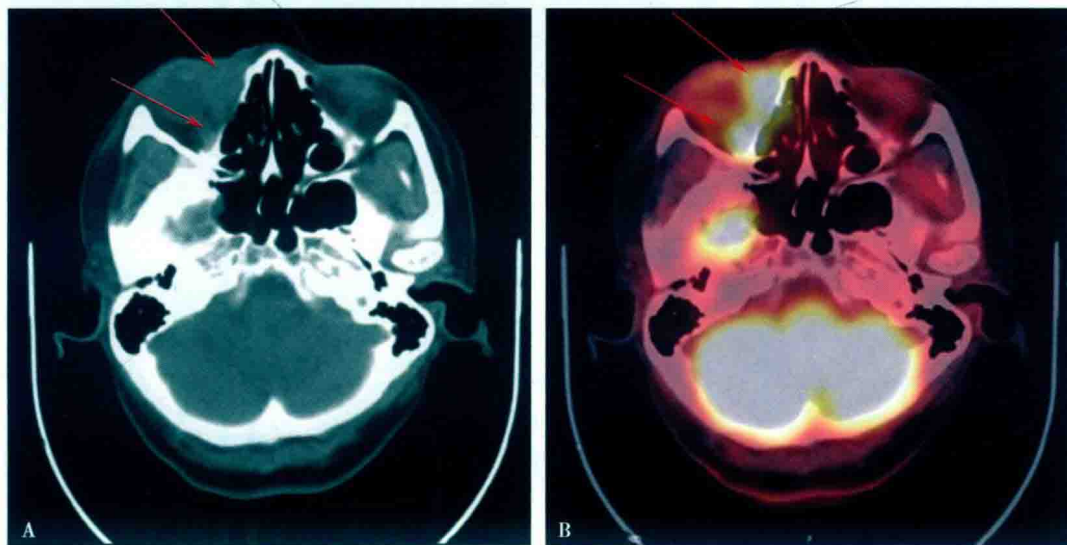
眼眶黏膜相关淋巴组织淋巴瘤 ^{18}F -FDG PET/CT 图像
